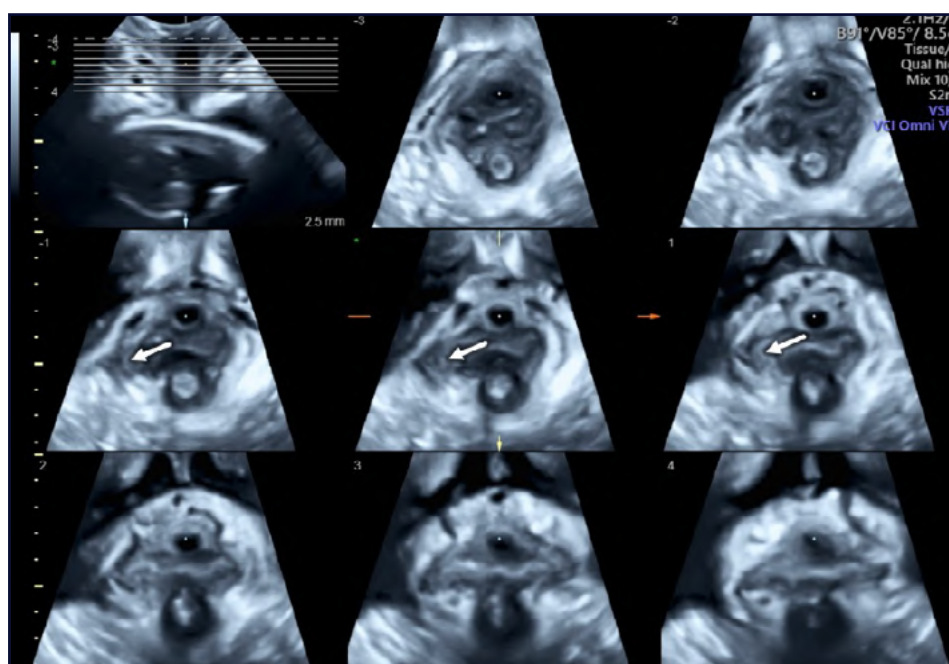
Tecnica ecografica multistrato 3D (Tomographic Ultrasound imaging: TUI) di un muscolo elevatore dell'ano con avulsione destra. Da notare il distacco del muscolo di destra dalla sua inserzione nel ramo pubico omolaterale, indicato dalla freccia.
